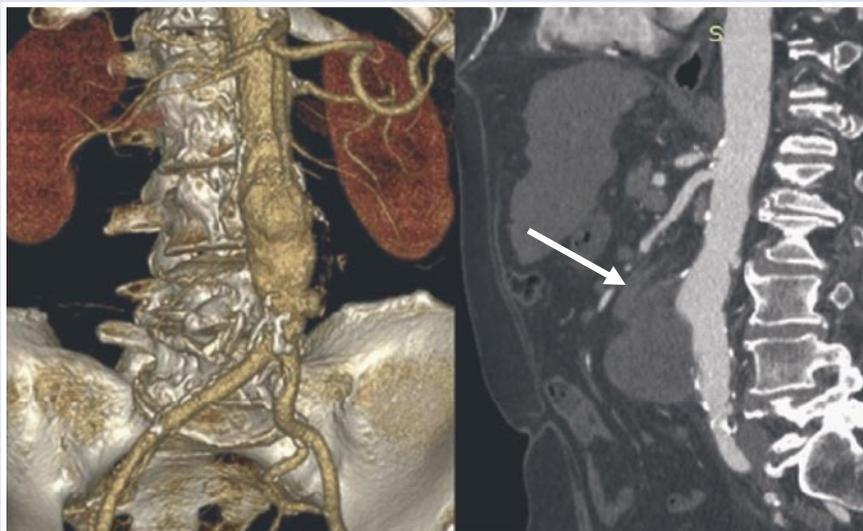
КТ-ангиография аневризмы инфраренального отдела аорты. (Обращает внимание на интимное прилегание тонкой кишки к аневризматическому мешку (указано стрелкой).
